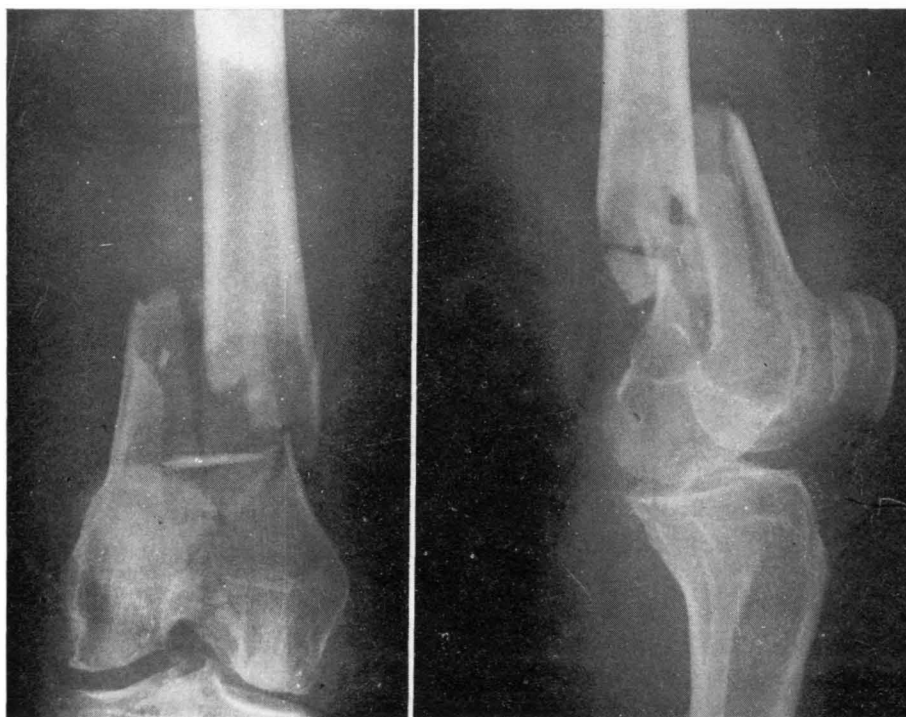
Ejemplo de fractura tipo II-A tratada por método conservador (tracción fija). Radiografías iniciales.
